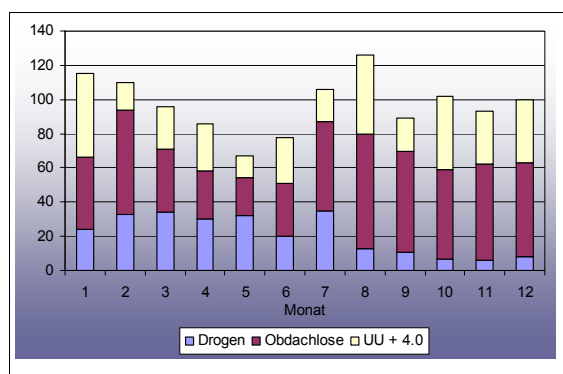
Röntgenuntersuchungen 2008 nach Untersuchungsgrund
